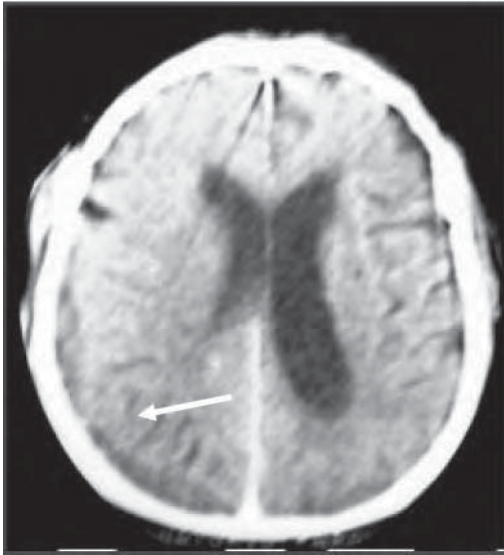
/15.- TAC de cráneo. Empiema epidural secundario a evacuación de hematoma subdural.
